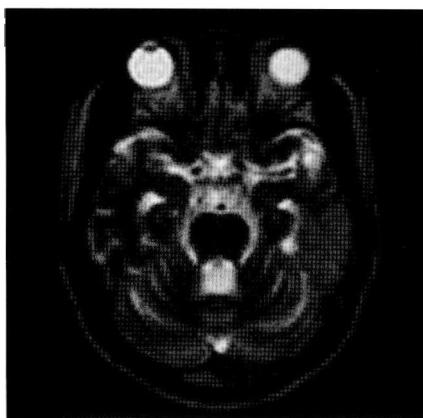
头颅 MRI 轴位 T<sub>2</sub>WI 示左颞叶高信号, 小脑、脑干萎缩, 第四脑室扩大
